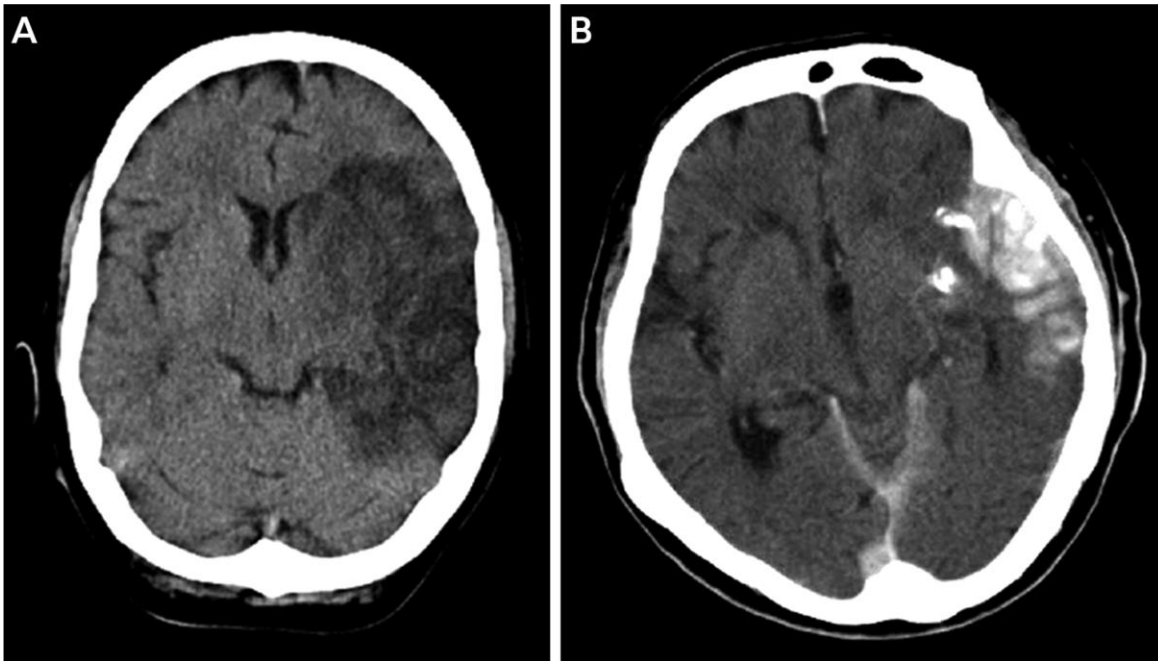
TC sin contraste en pacientes con ACV agudo. A, TC axial sin contraste que muestra un infarto en el hemisferio cerebral izquierdo. B, TC axial sin contraste que muestra hemorragia intracerebral en la región temporal izquierda con extensión al espacio subaracnoideo adyacente. Tomada de (2).
